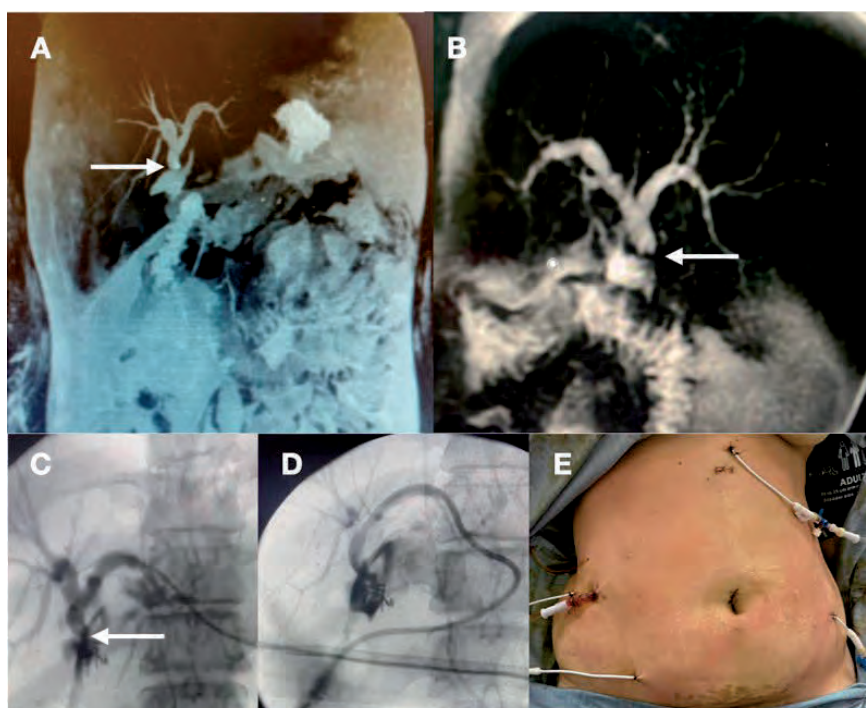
Clipado y sección completa del hepático común. Colangiografía-RMN (A y B): estenosis por debajo de la convergencia biliar (flecha blanca).
